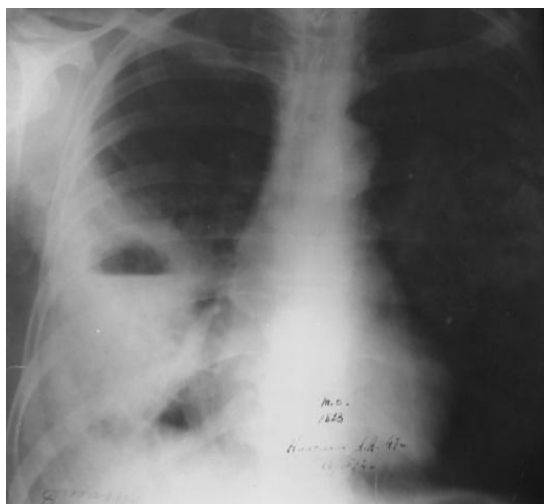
Обзорная рентгенограмма ОГК. Синдром круглой тени патологии легочной ткани. Абсцесс легкого
